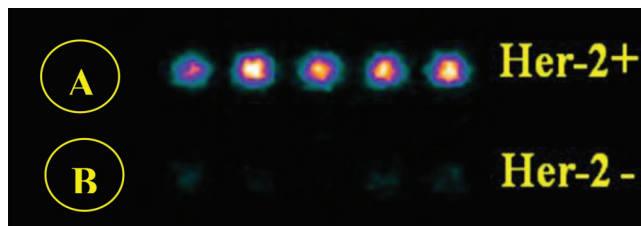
Визуальная сцинтиграфическая оценка накопления радиофармпрепарата ^{99m}Tc -DPAH-DARPIn9_29: А – клетки тканей злокачественных опухолей с гиперэкспрессией Her-2/neu (BT-474, Her-2/neu – позитивная, человеческая аденокарцинома молочной железы); В – клетки тканей злокачественных опухолей без гиперэкспрессии Her-2/neu (MCF-7, Her-2/neu – отрицательная, человеческая аденокарцинома молочной железы)
